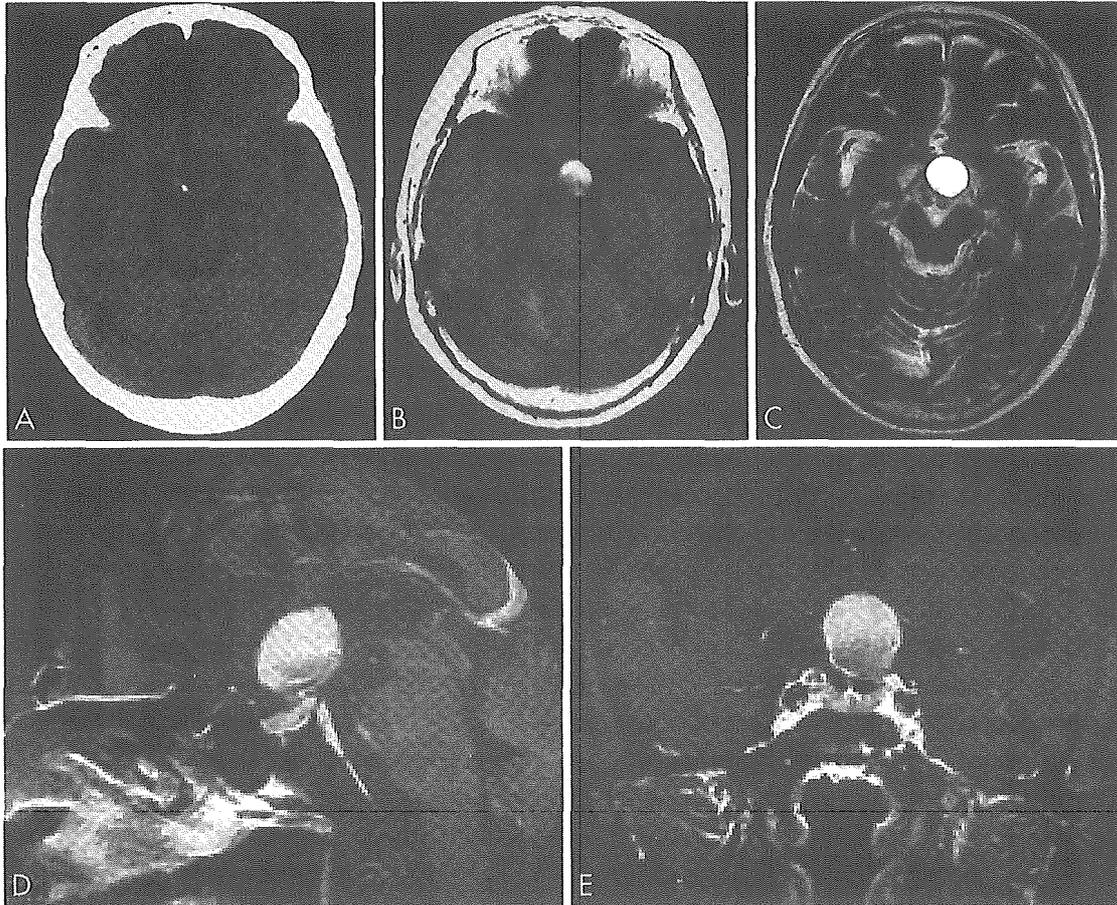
Preoperative plain CT scan findings: CT demonstrates a cystic mass on the suprasellar region (A). Preoperative MRI findings :A suprasellar mass shows a heterogeneous intensity on T1-weighted image (B) and high intensity on T2-weighted image (C). The mass displaced the optic chiasm superiorly (D: sagittal image,E coronal image).
